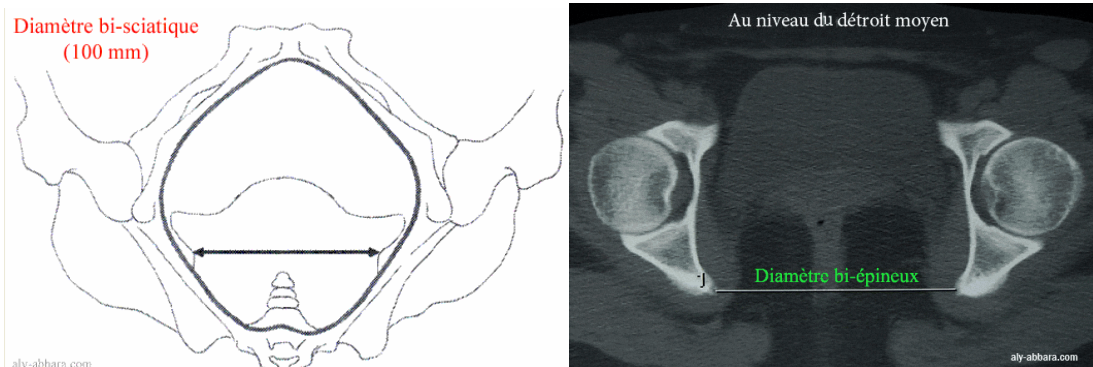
Diamètre Bi Sciatique (mesure radiographique et scanner)
